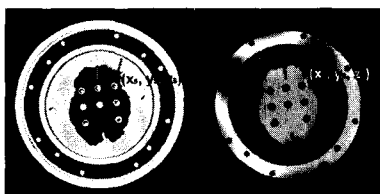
영상정합후 CT와 MR영상의 대응하는 표적들
